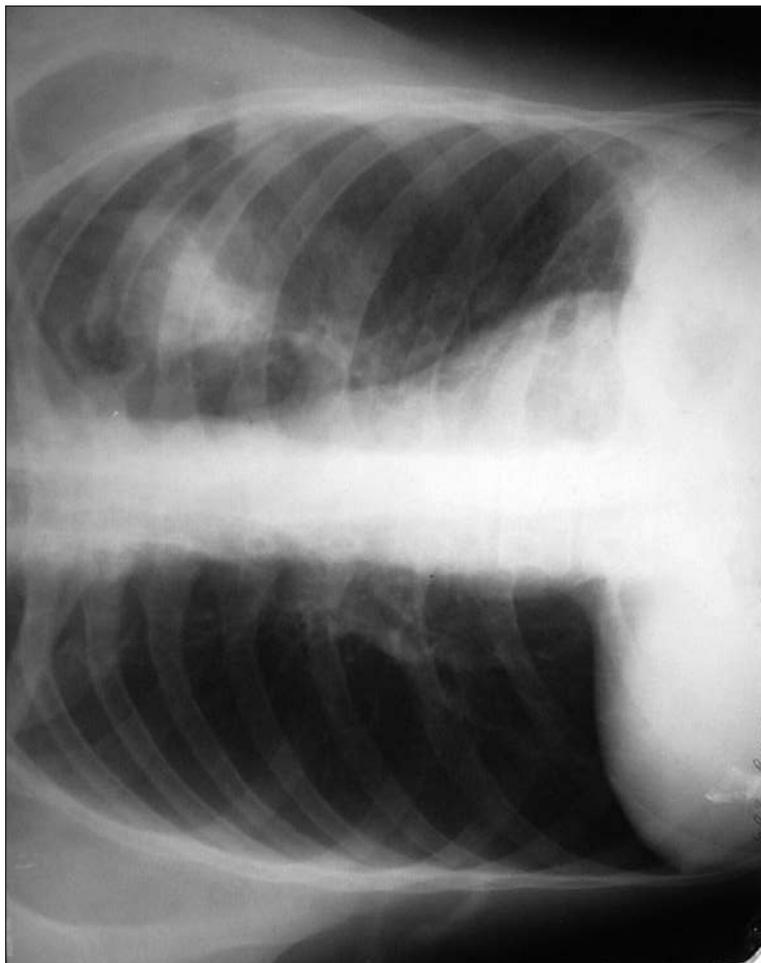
Обзорная рентгенограмма грудной клетки. Периферический рак левого легкого
